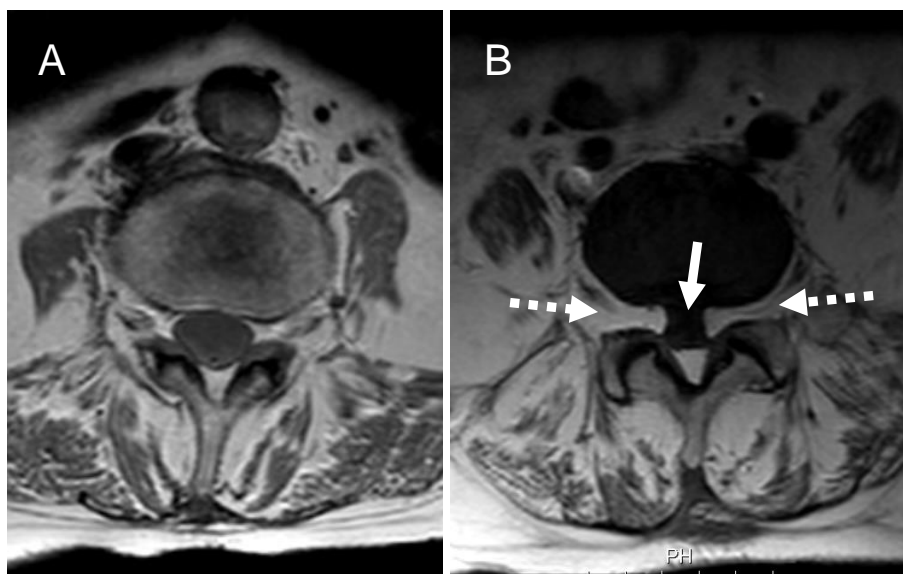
Cortes axiais, ao nível dos espaços intersomáticos (A) L4-L5 e (B) L5-S1, obtidos por RM com ponderação em T1, realizadas ao 18º APD, com um intervalo de três meses (A→B). Verifica-se uma hipertrofia do tecido adiposo epidural em “forma de estrela”, condicionando moldagem do saco dural (seta contínua). Encontra-se igualmente presente uma componente foraminal (setas tracejadas), responsável pelo alargamento dos canais de conjugação L4-L5 e L5-S1 e respetiva compressão radicular bilateral.
